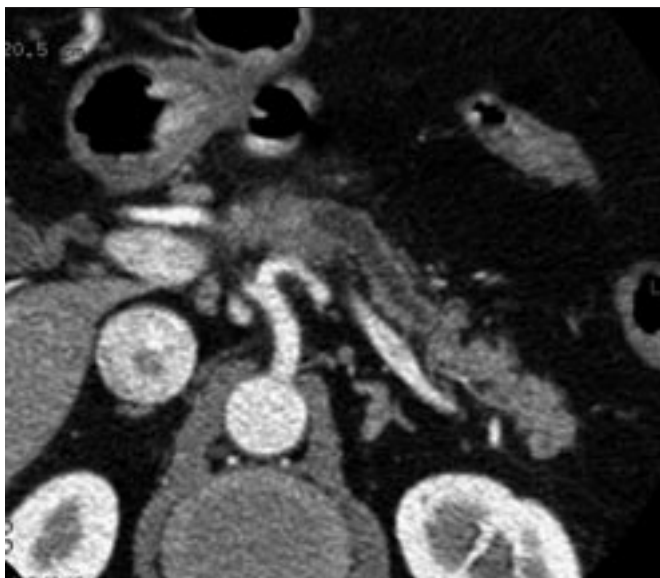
Typical CT appearance of hypoattenuating pancreatic adenocarcinoma : secondary signs including pancreatic duct dilatation and atrophy of the pancreas distal to the tumor are clearly seen.*
